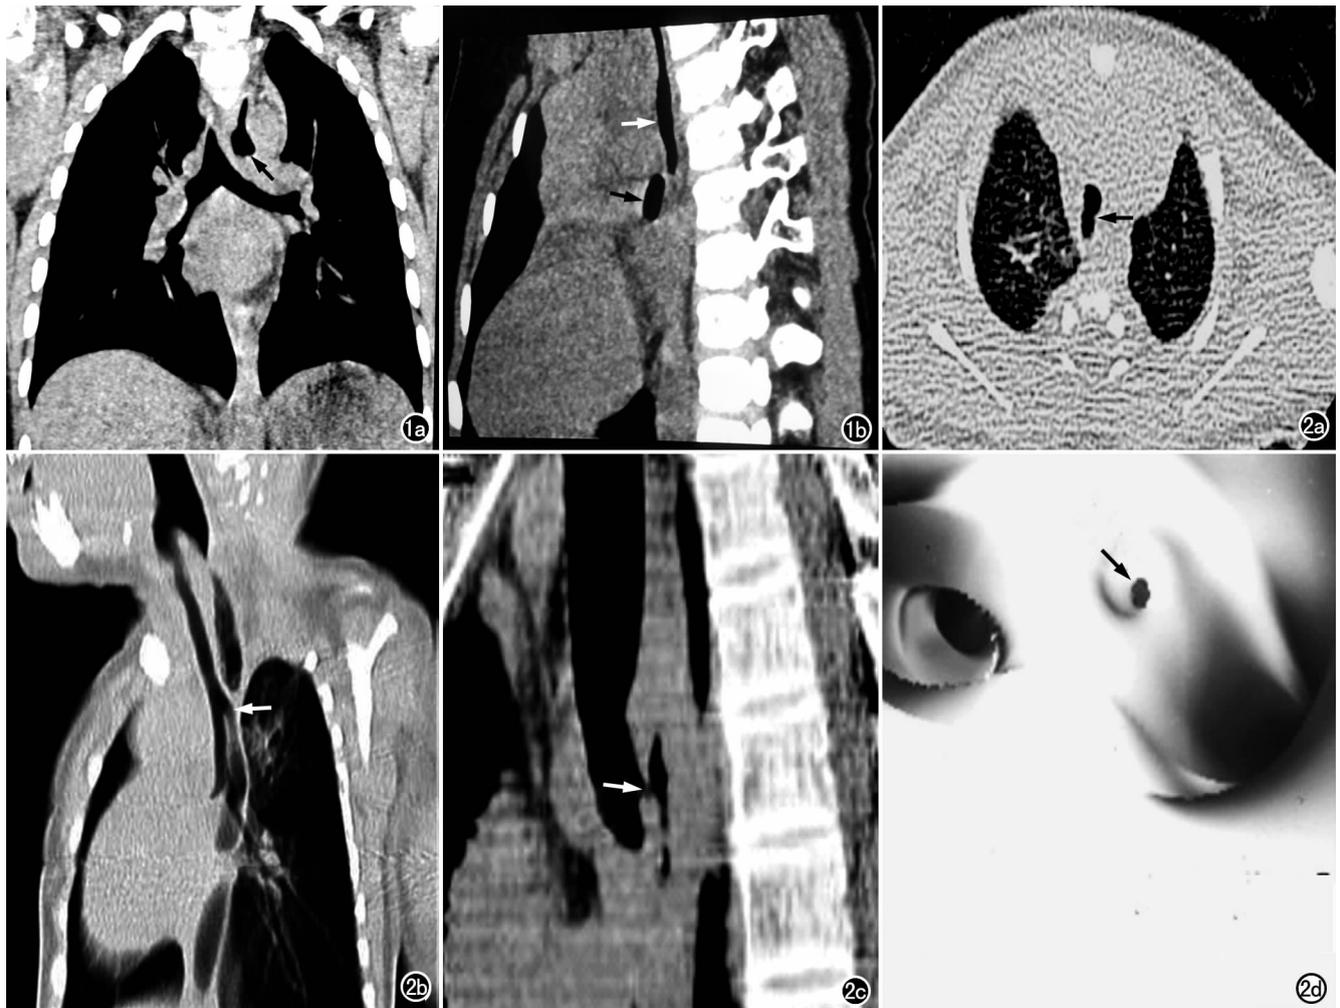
男,生后 2h,CEA-TEF I 型,食管上段闭锁,盲端位于第 4 胸椎下缘,下段食管缺如。a) MPR 图像示上段闭锁食管(箭); b) MPR 图像示上段闭锁食管(白箭)与气管(黑箭)的关系。图 2 男,生后 8h,CEA-TEF III b 型,食管上段盲端位于第 4 胸椎,上、下两盲端距离为 0.25cm,气管-食管瘘口位于气管隆突处。a) 横轴面 CT 扫描示气管-食管瘘口(箭),并可见右上肺炎症改变; b) MPR 肺窗图像示闭锁上下盲端及瘘口(箭),右肺炎症; c) CPR 图像示瘘口位置(箭); d) CTVE 图像清晰显示瘘口(箭)。
